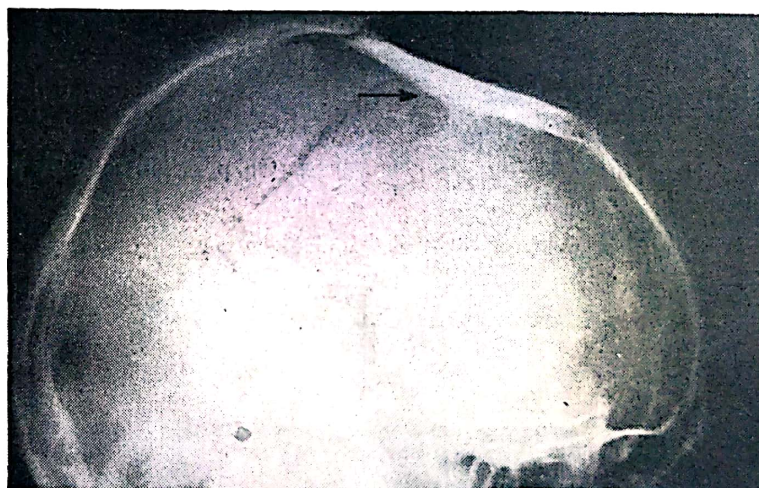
F — Radiografie de craniu, profil stîng. Zonă de fractură denivelată-depresivă (cu înfundare), fronto-parietală
